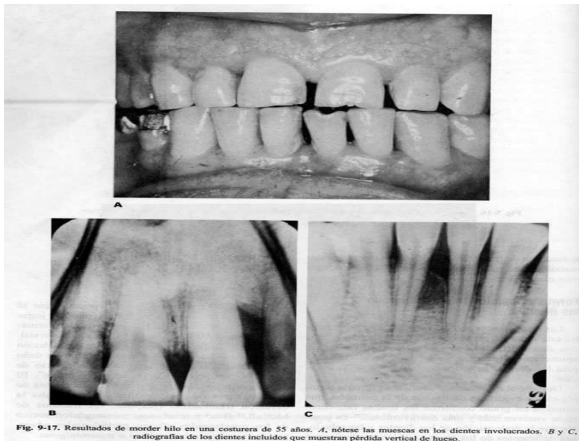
Resultados de morder hilo en una costurera de 55 años. A, nótese las marcas en los dientes involucrados. B y C, radiografías de los dientes incluidos que muestran pérdida vertical de hueso.
